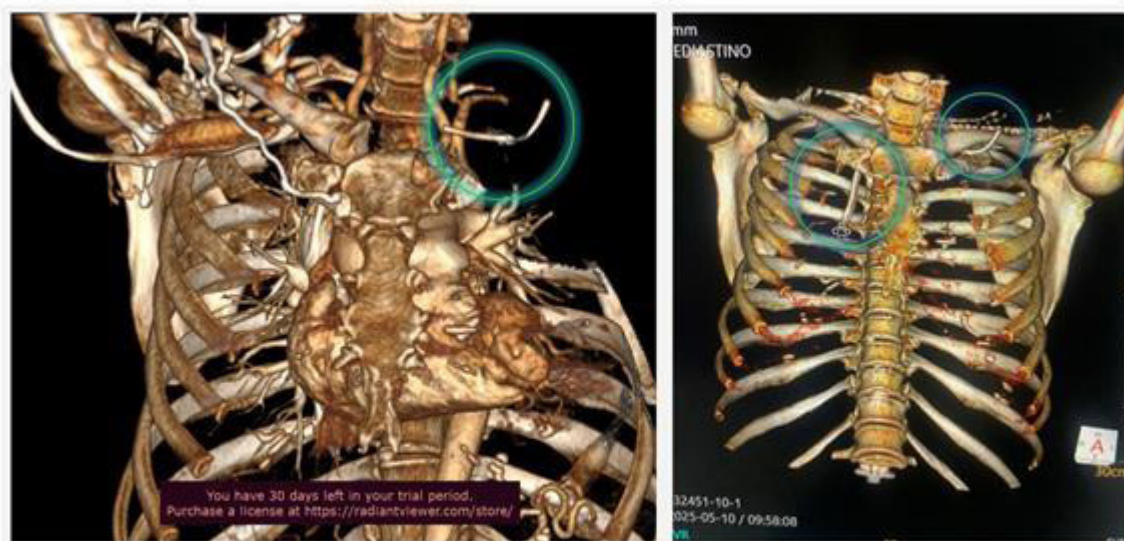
Cuerpos extraños de forma tubular en reconstrucción 3D de Angiotomografía de tórax (encerrados en círculo verde).
